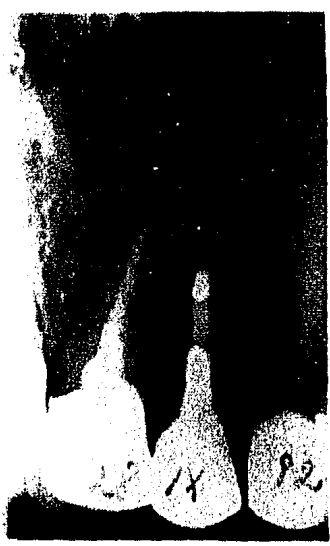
Diente con lesión periapical que sí requirió de cirugía.
